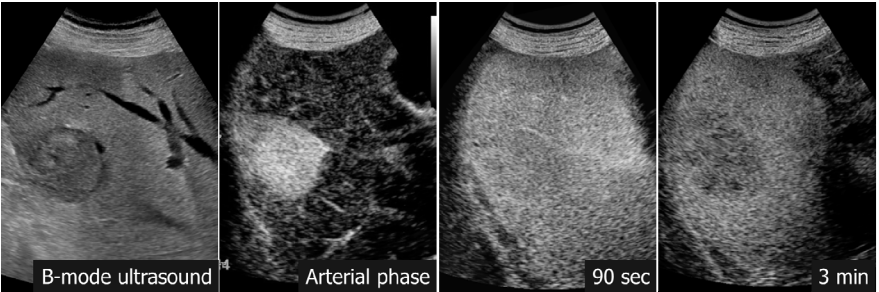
Definite HCC on contrast-enhanced ultrasound
